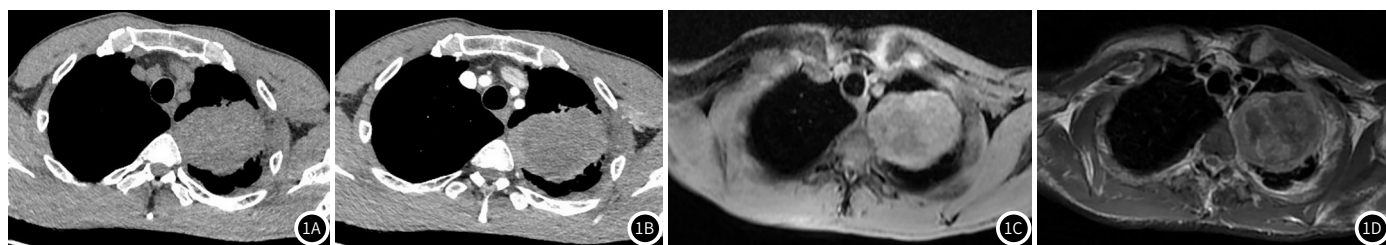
CT平扫；图1B CT增强；图1C MRI T₁WI；图1D MRI T₂WI。
